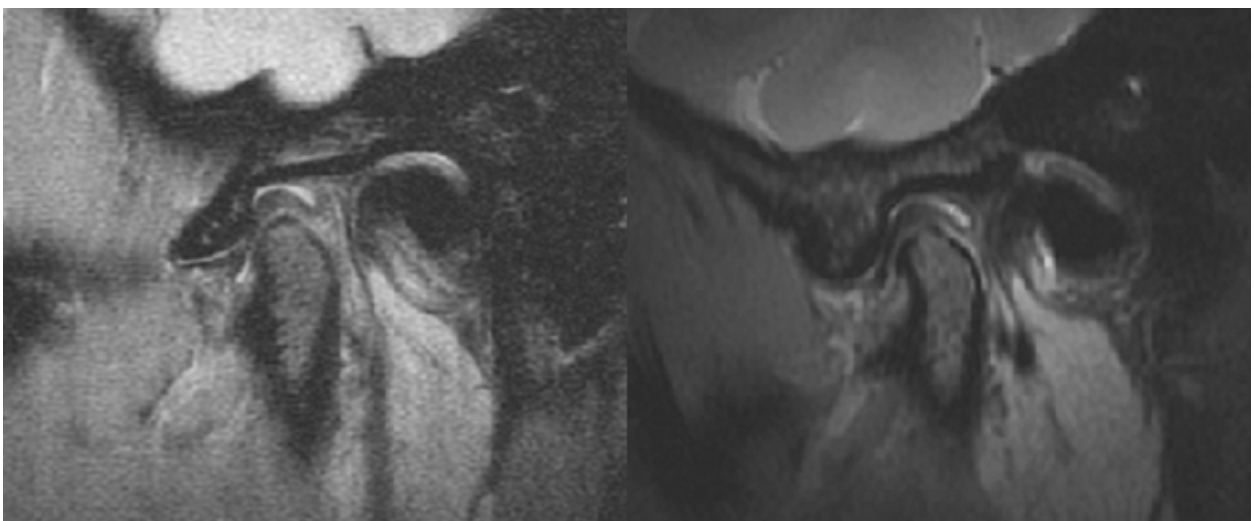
MRT-Aufnahme 1,5 T (links) und 3,0 T (rechts), sagittale Schicht, Ruheschwebelage
